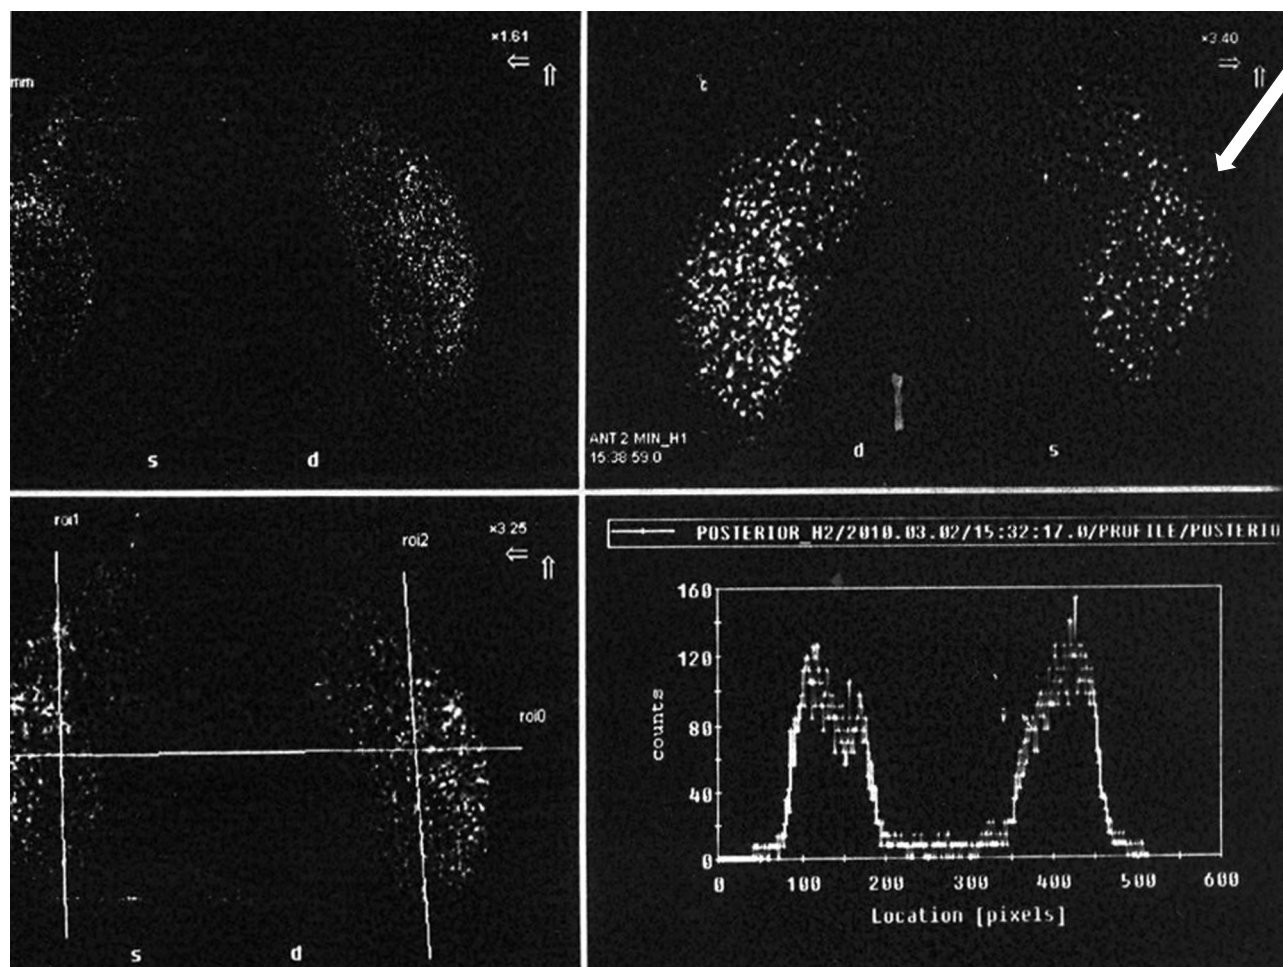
Статическая нефросцинтиграфия с DMSA
